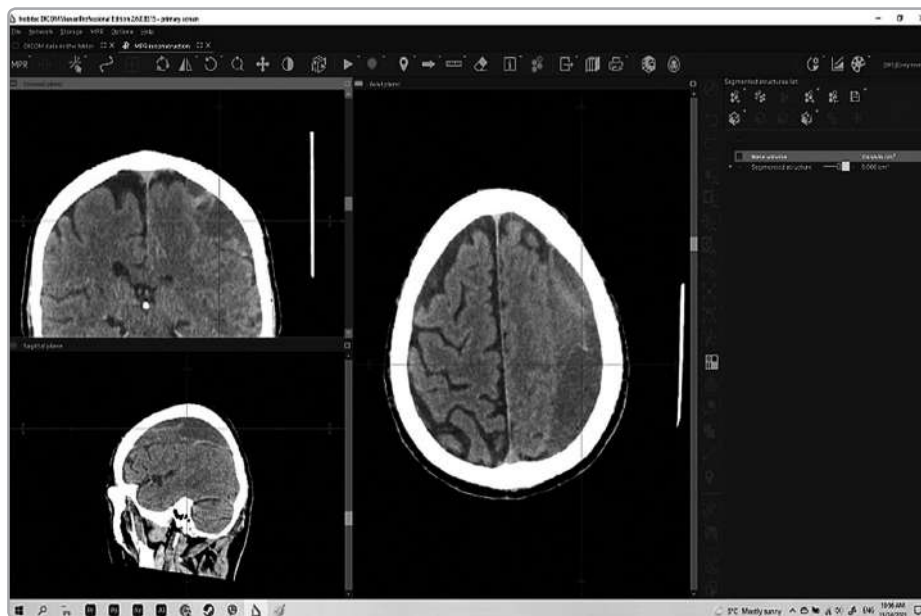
Primary image of a CSDH of the human brain obtained using standard medical technology based on a 256-slice CT
